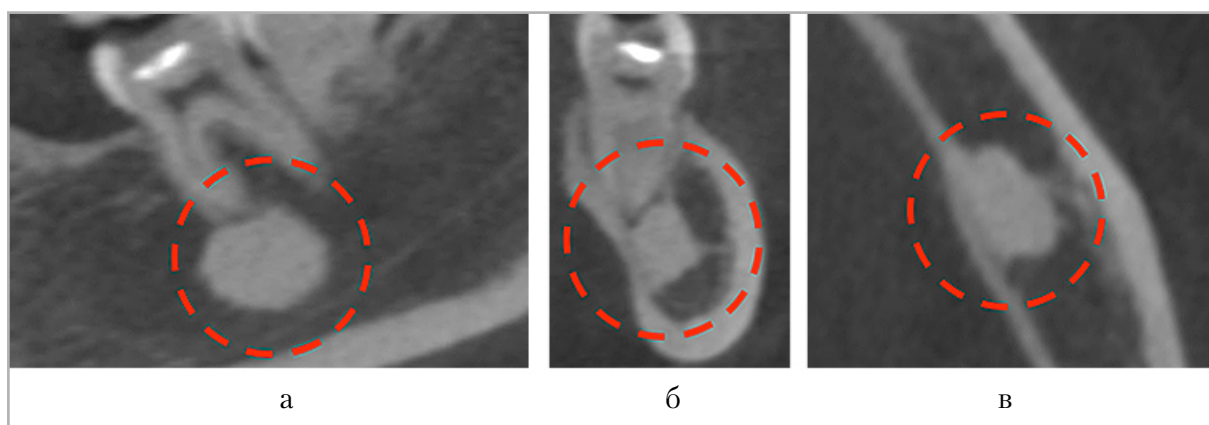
Конусно-лучевые компьютерные томограммы. MPR в кососагиттальной (а), коронарной (б) и аксиальной (в) плоскостях. Очаг структурных изменений костной ткани с четкими, ровными контурами, округлой (овальной) формы, исходящий из внутренней кортикальной пластинки челюсти, плотностью около 1600 ед. Предварительное рентгенологическое заключение — внутрикостная остеома челюсти (красный пунктирный круг)
